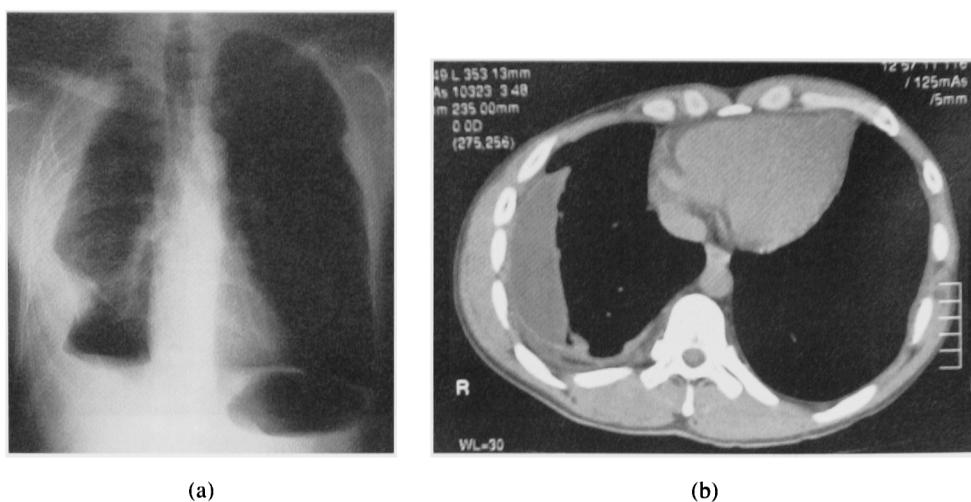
In his chest X-ray (a) and chest CT (b) after six months, left pleural effusion is disappeared but loculated right pleural effusion is remaining.
